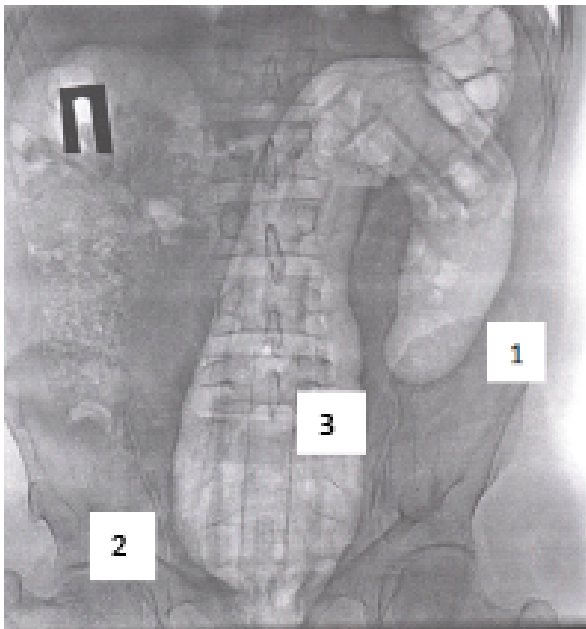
Рентгенограмма больного с инородным телом толстой кишки (1 – «головка» инородного тела, 2 – «хвост» инородного тела, 3 – ригидная пластиковая трубка внутри инородного тела).
